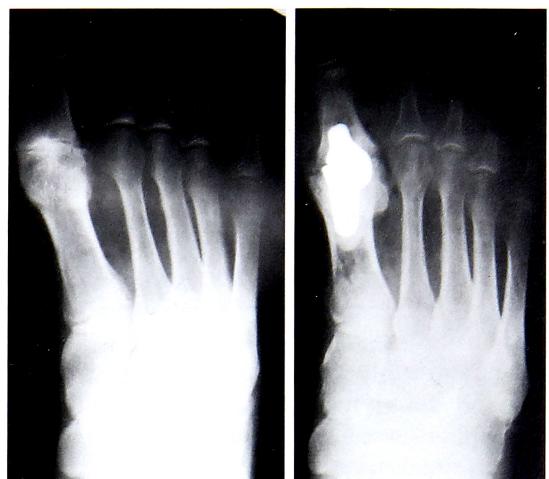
Рентгенограммы больного с выраженным остеопорозом до (а) и после (б) операции с использованием эндопротеза ННИИТО.
